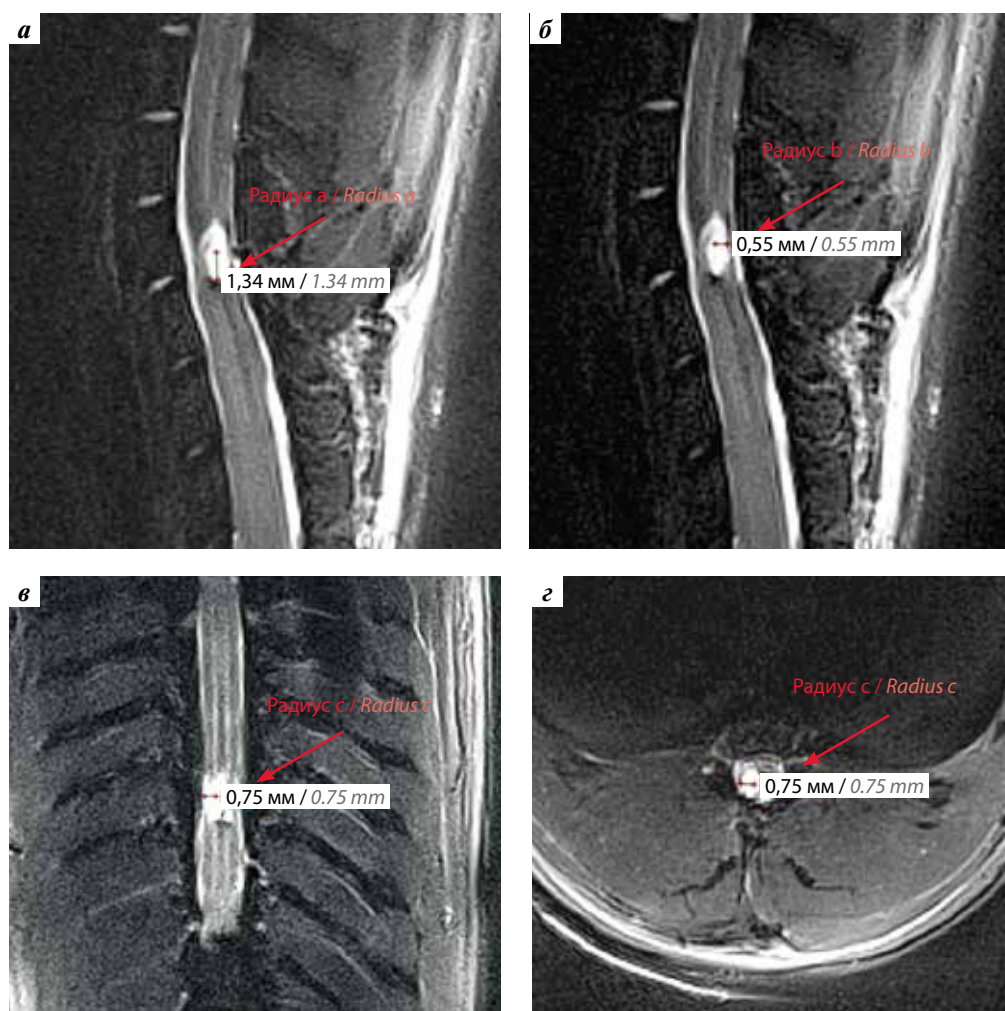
Расчет объема посттравматической кистозной полости на основании ее размеров, оцениваемых по данным магнитно-резонансных томограмм (томограф ClinScan, Brucker BioSpin, Германия). T2-взвешенные изображения: сагиттальная (а, б), фронтальная (в) и аксиальная (г) проекции, центрированные по посттравматической полости. Радиусы, измеряемые на каждом изображении, отмечены стрелками
